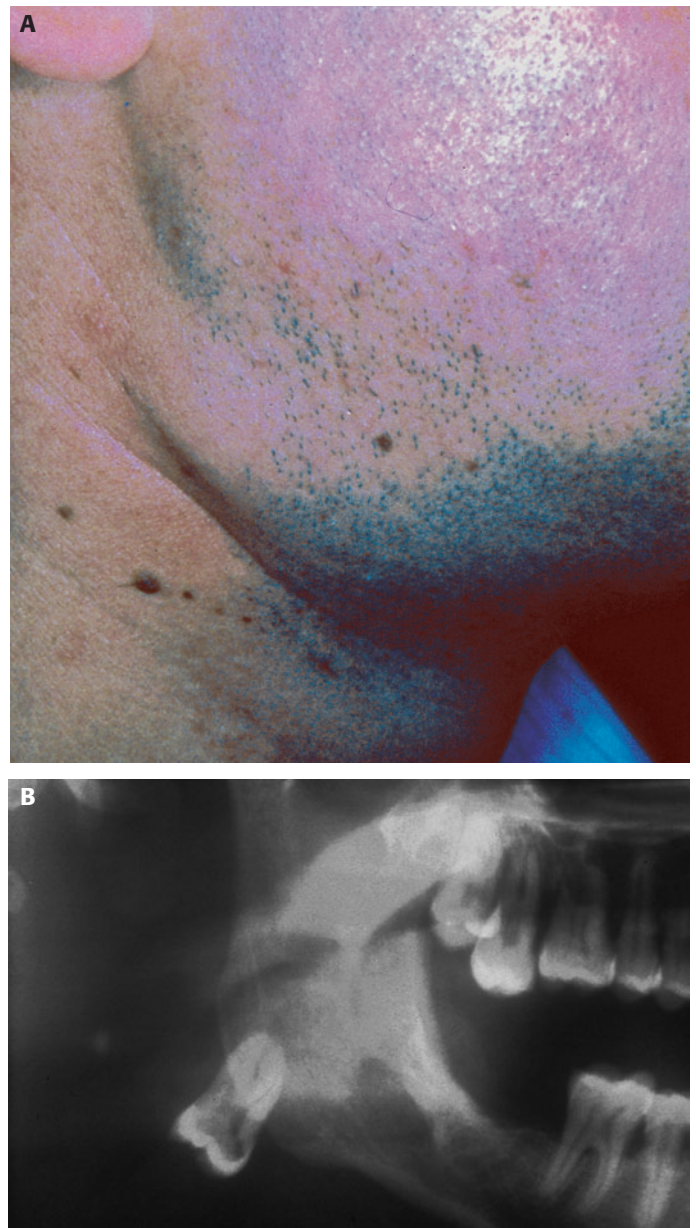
Desplazamiento de un tercer molar incluido a la región submaxilar durante un intento anterior de extracción. (A) Aspecto clínico del paciente. (B) Detalle de la ortopantomografía.
